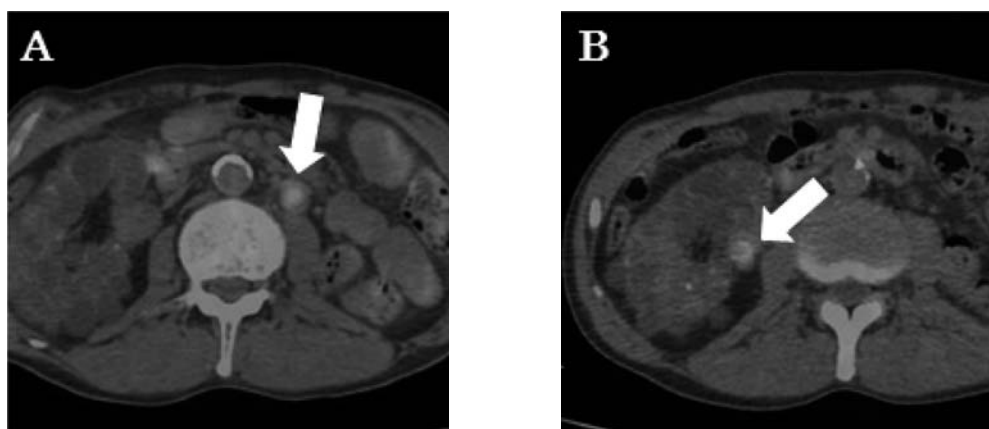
PET-CT scan images 12 months after left nephrectomy. A; Left renal hilar lymph node. B; Right renal tumor.
